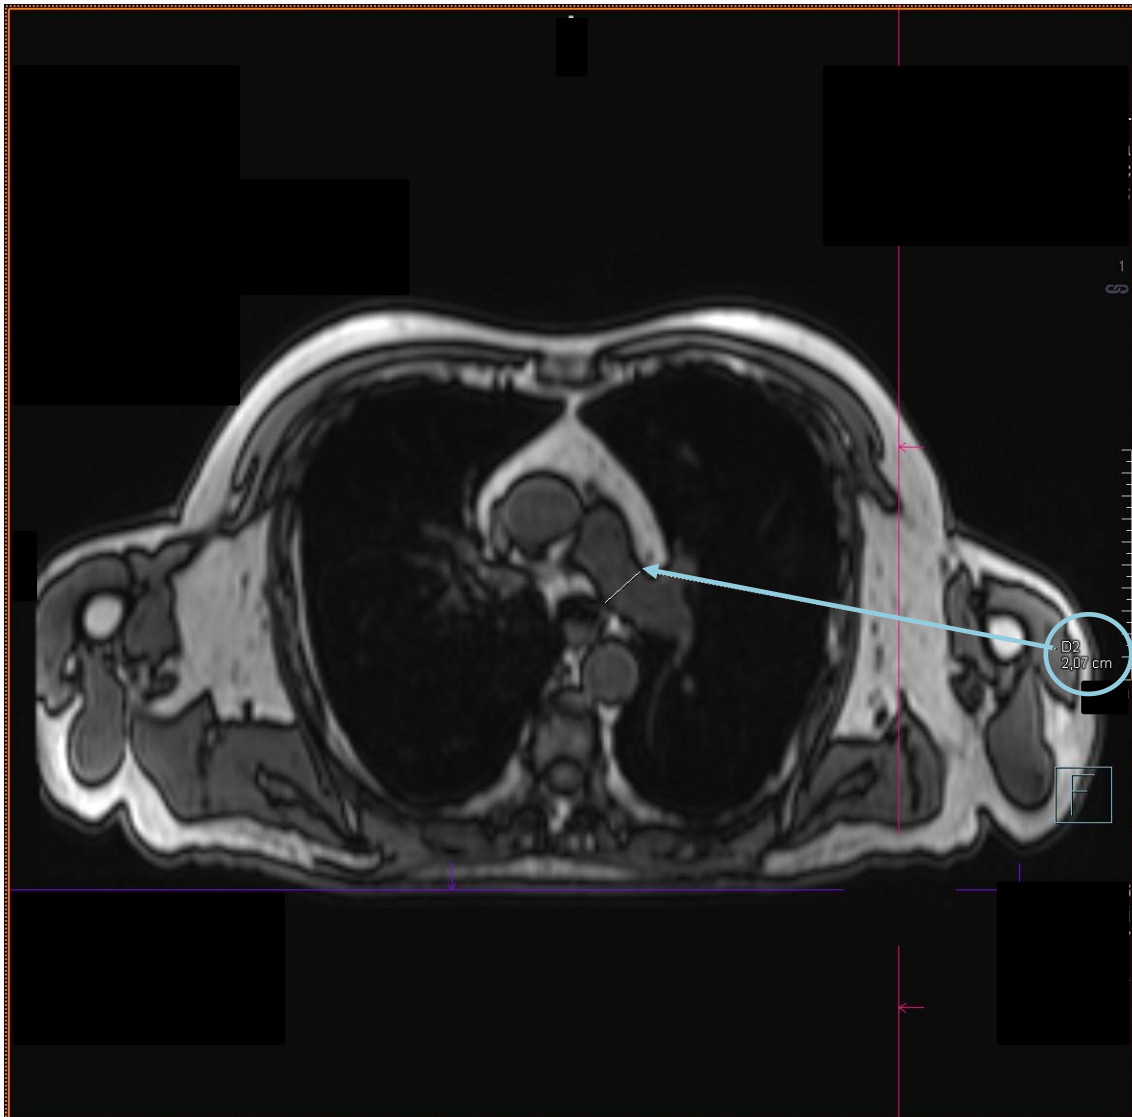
Magnetresonanztomographische Aufnahme der A. pulmonalis sinistra. Die Gefäße wurden mit Hilfe der Befundungssoftware Syngo.via analysiert und ausgemessen. Die A. pulmonalis sinistra (blau markiert) wurde an ihrer breitesten Stelle, distal der Bifurkation, gemessen. Das Messergebnis (2,07 cm) ist blau umrandet.
